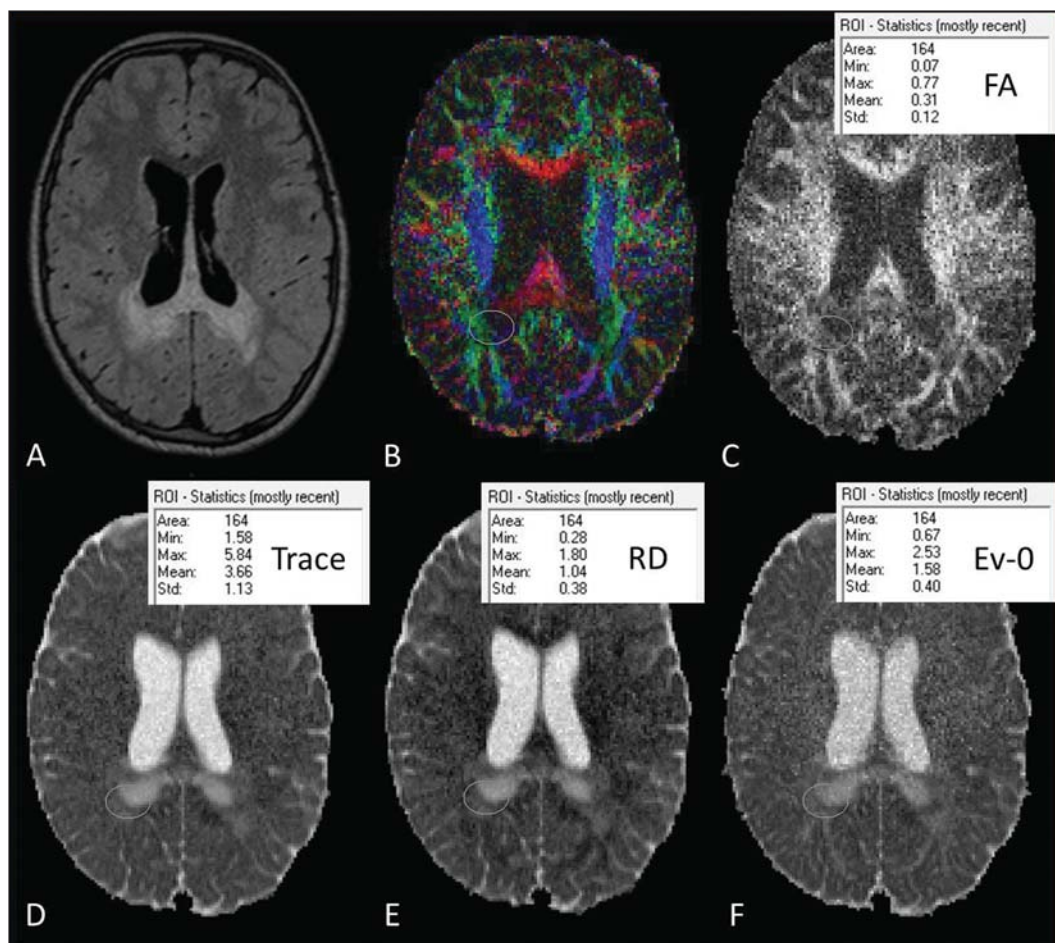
Ilustração da mensuração com ROIs em um dos pacientes, sendo exemplificado na substância branca do lobo parietal direito. A: Corte axial FLAIR. B: Mapa de FA colorido. C: Medida de FA. D: Medida *trace* do tensor. E: Difusibilidade radial. F: *Eigenvalue* - 0 (difusibilidade axial).
